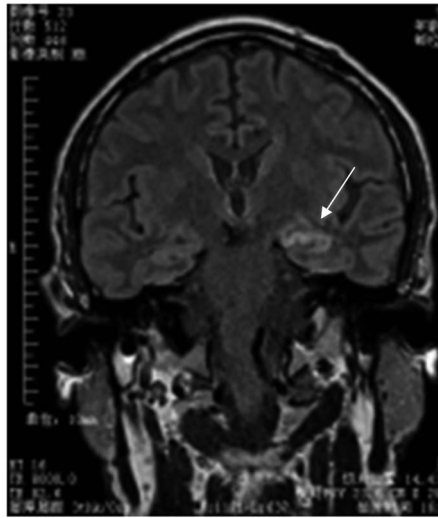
例4抗接触蛋白相关蛋白2抗体相关脑炎患者头部MRI T2液体衰减反转恢复序列冠状面,示左侧海马异常信号
